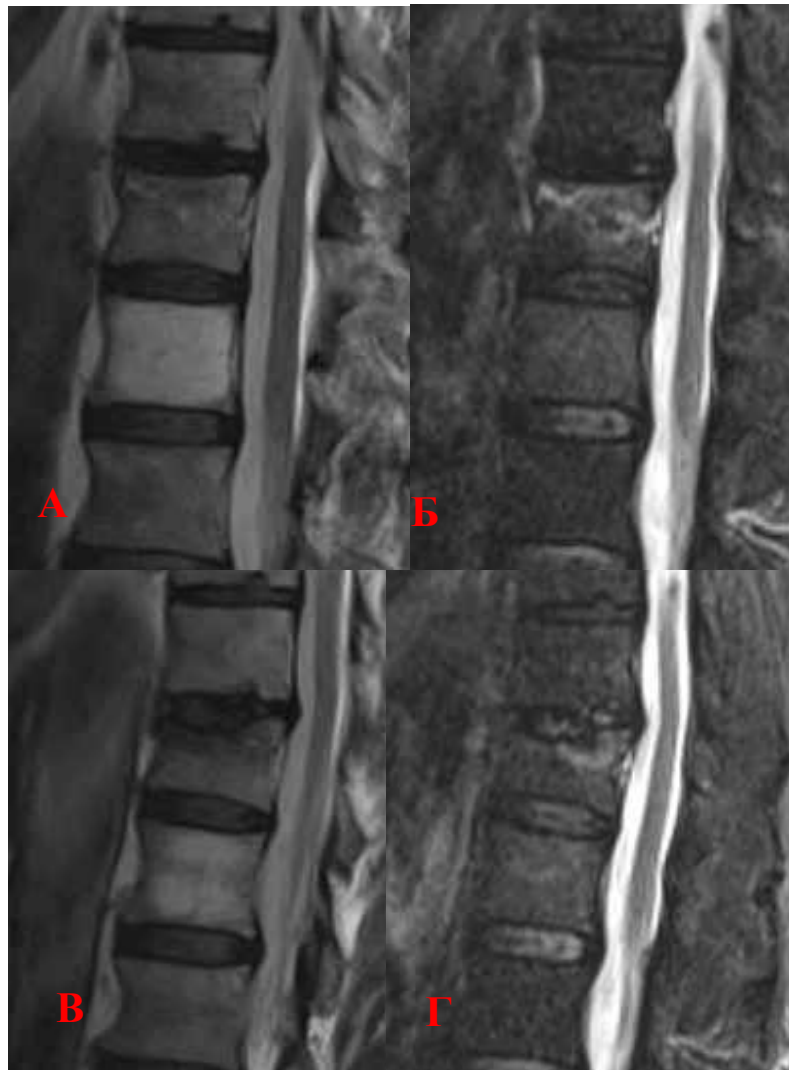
Спостереження №105, пацієнт К-ик, 65 років, історія хвороби №17/6/170. А, Б. День отримання травми та початку больового синдрому. За даними МРТ – мінімальна деформація Th12 хребця за рахунок вдавнення верхньої замикальної пластинки, помірний набряк кісткового мозку у верхніх відділах хребця. В. — Прогресування деформації Th12 хребця через 2 міс. після травми. Г. — Регрес набряку та початок консолідації перелому.
